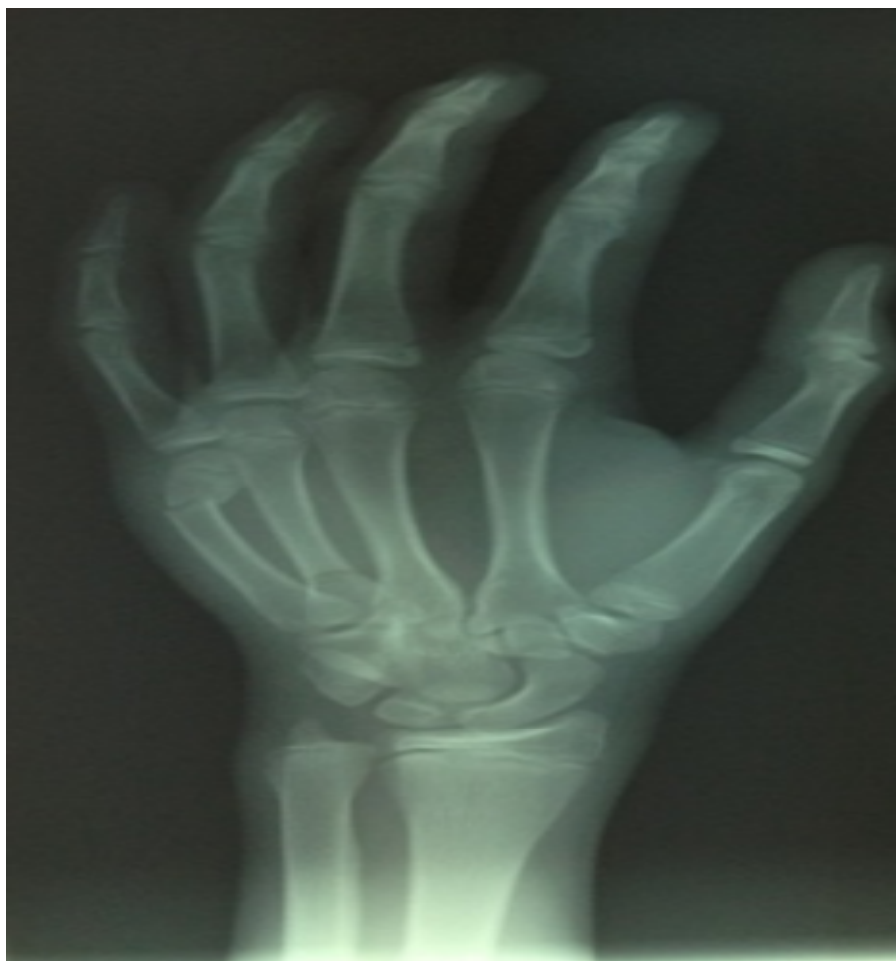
Radiographie de face en supination objectivant une fracture du col du 5 métacarpe avec angulation à 70 ° ;translation et bascule palmaire de la tête de la main droite
